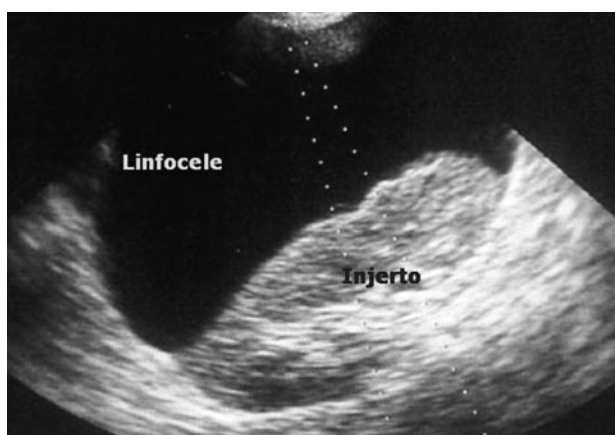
Ecografía. Colección transónica voluminosa desplazando el injerto renal, correspondiente a linfocele.
